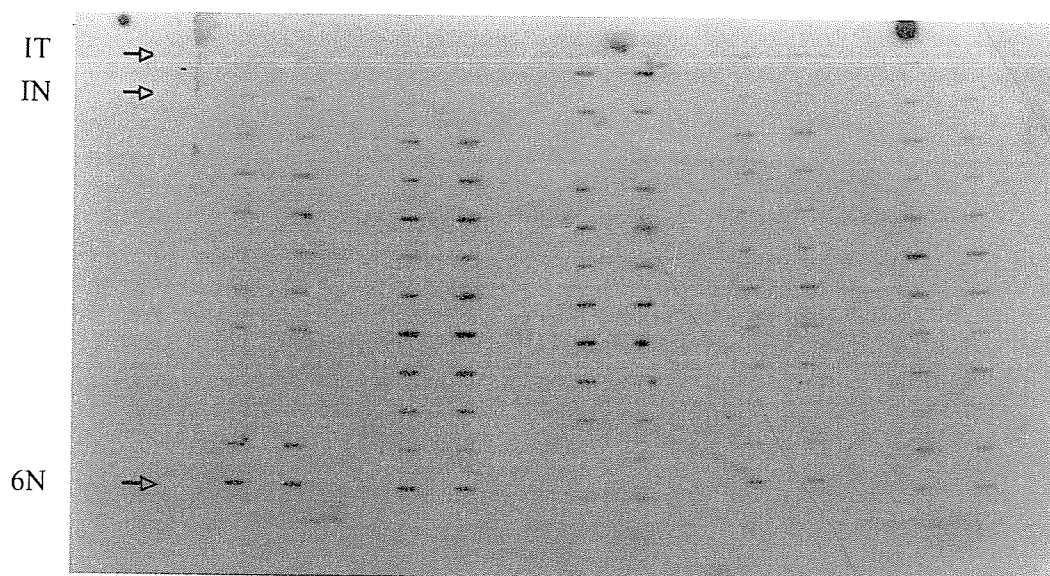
Autorradiografia mostrando a intensidade da marcação do DNA de tecido normal e tumoral pela hibridização com sonda para c-myc.
